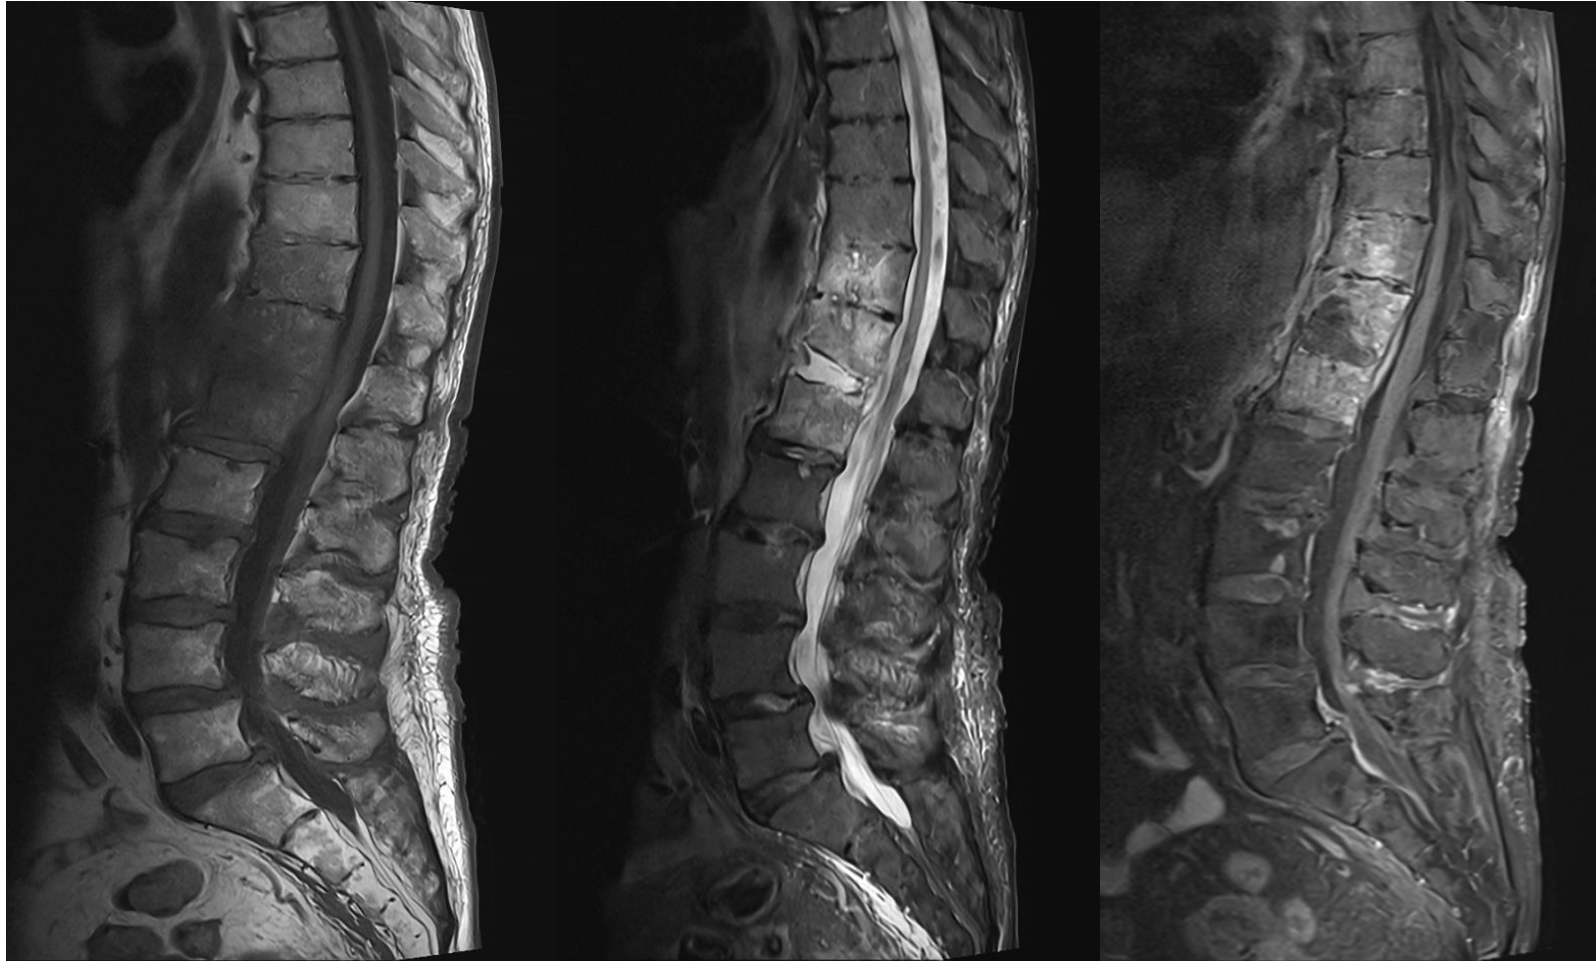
RM columna dorso-lumbar. De izquierda a derecha: T1 TSE, T2 TSE y T1 TSE fat-sat post contraste. Signos de edema óseo en segmento vertebral D11-L1, con realce tras la administración de contraste y señal líquido del disco D12-L1. Asocia cambios flemonosos en espacio epidural anterior.
